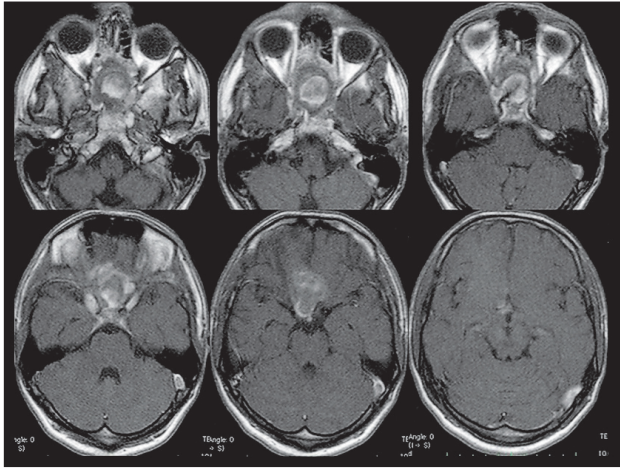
Дані МРТ головного мозку, аксіальні зрізи
